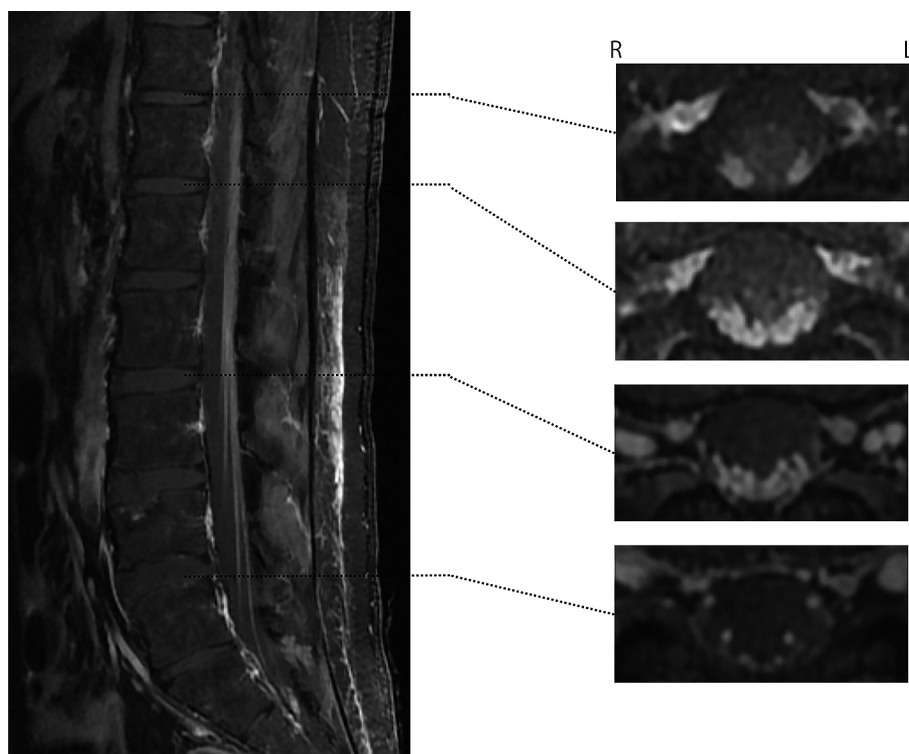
Gadolinium-enhanced fat-saturation T₁-weighted MRI.
